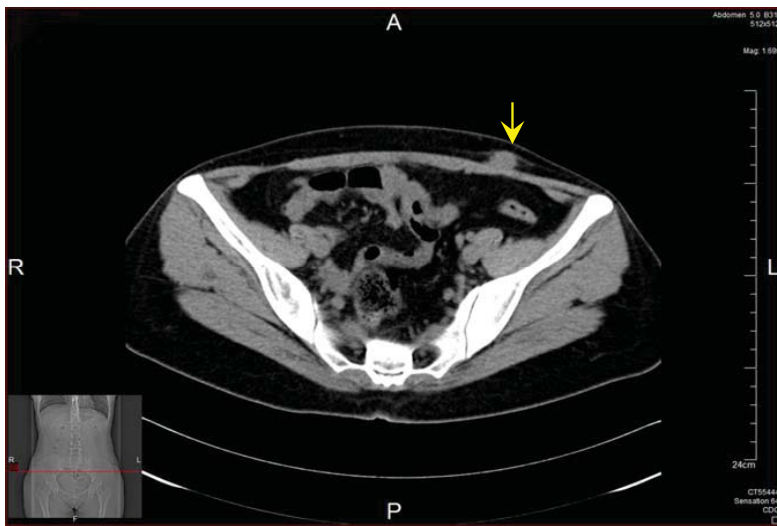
TC – formațiune tumorală solidă a peretelui abdominal (marcată cu săgeată) (↓)
